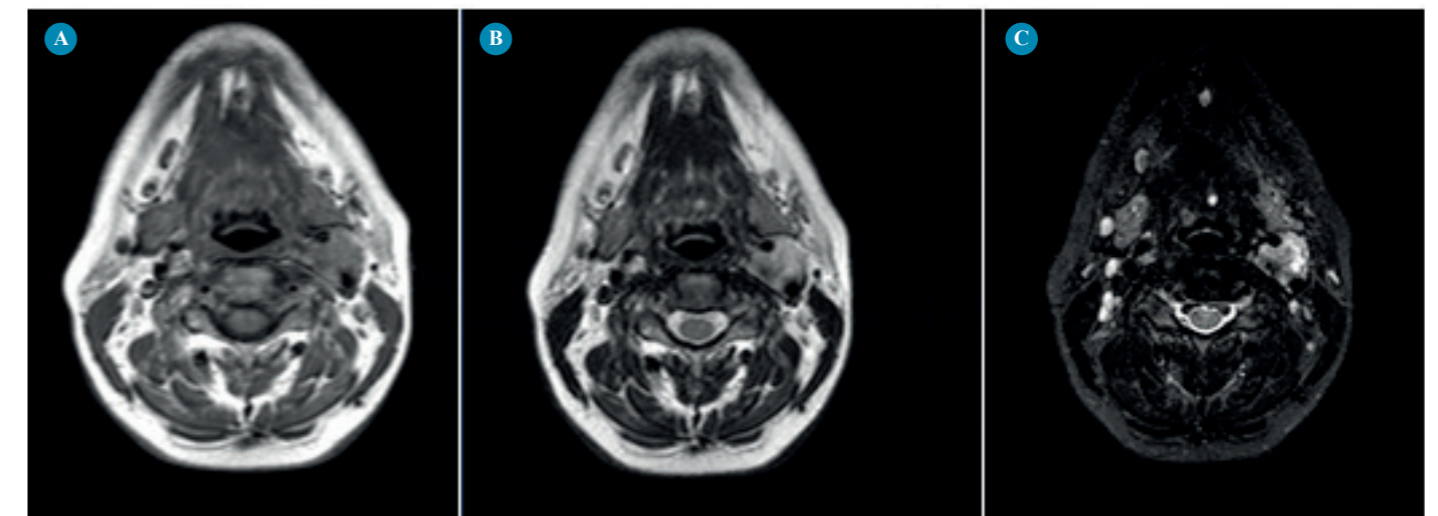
Ressonância magnética cervical; A - T1; B - T2; C - STIR
